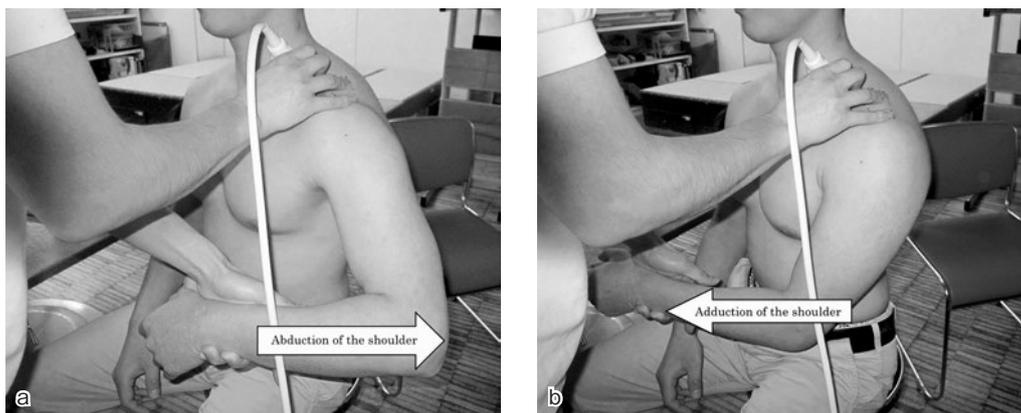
Dynamic assessment of the clavicle with ultrasonography : Abduction of the shoulder
